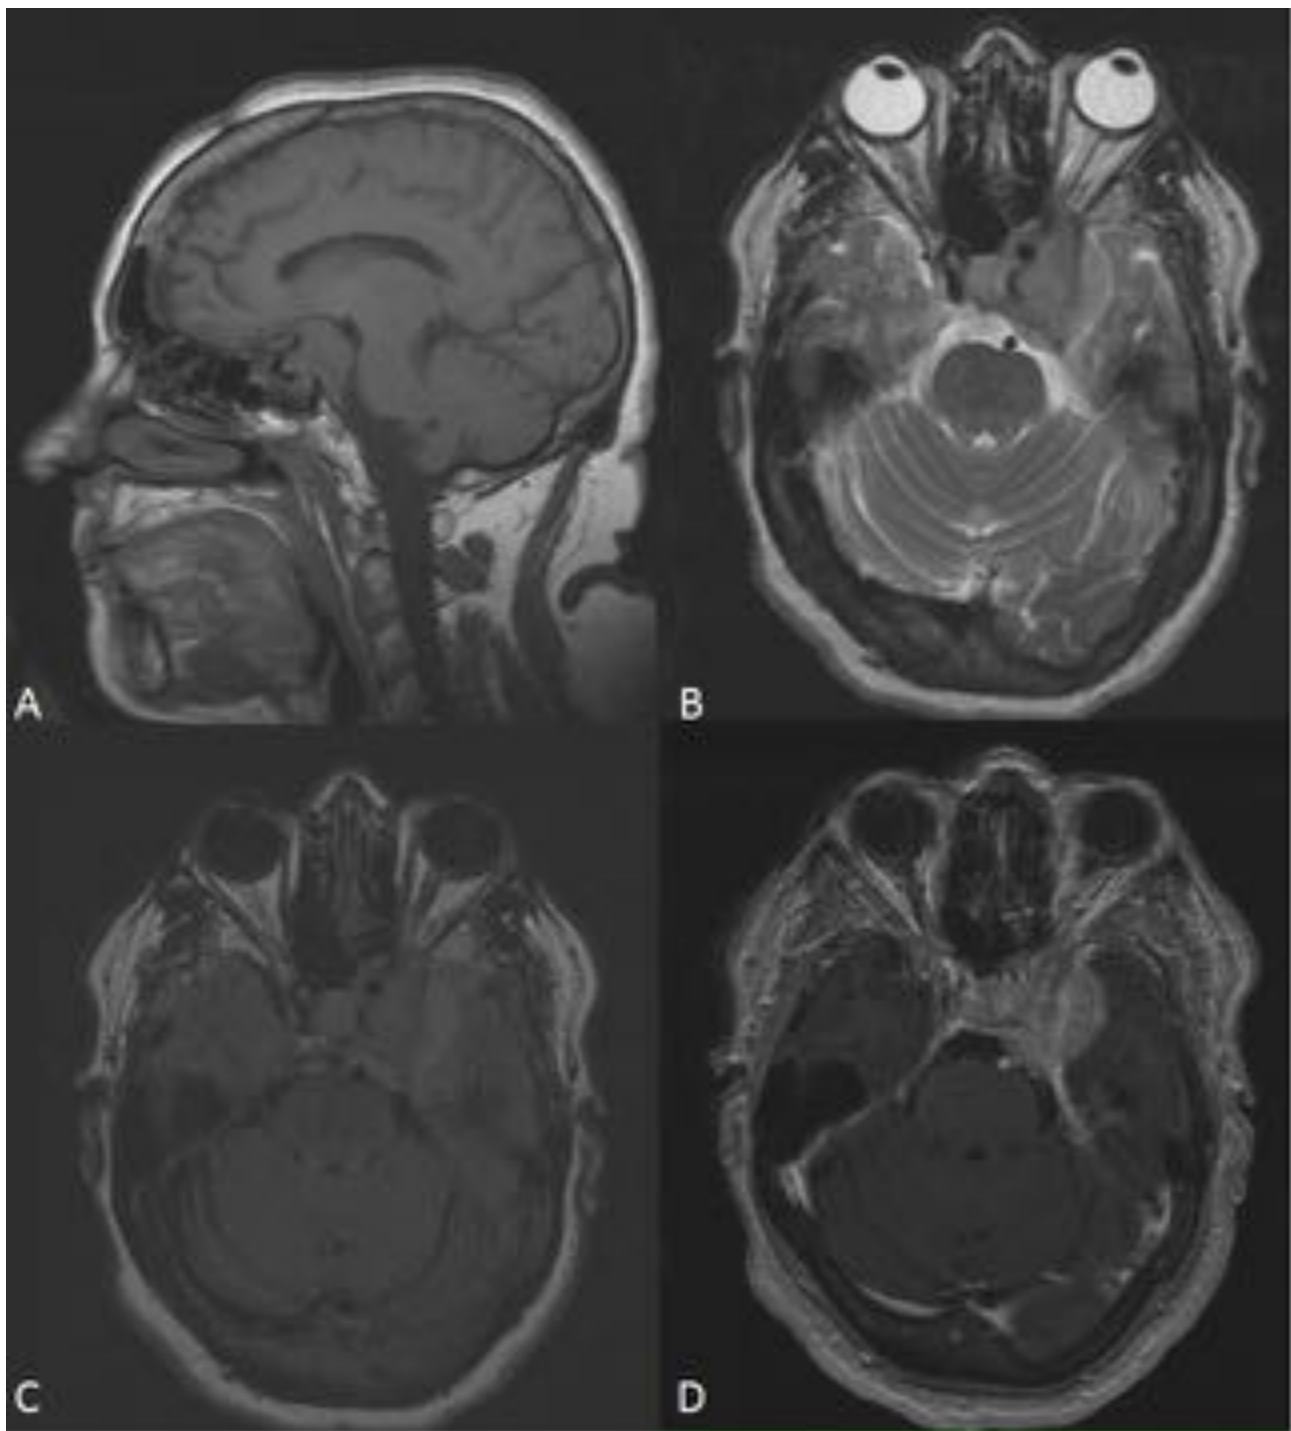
Meningioma que invade el SC. Secuencias T1 sagital (A), T2 (B), FLAIR axial (C) y T1 con gadolinio (D). Se observa meningioma paraselar izquierdo con afectación del seno cavernoso ipsilateral. La lesión rodea a la arteria carótida cavernosa.
